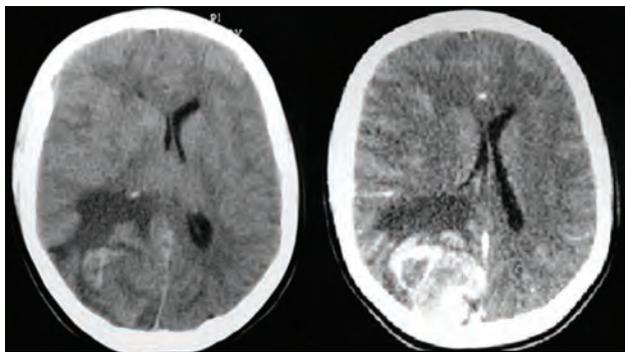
TC al ingreso simple y con contraste.
